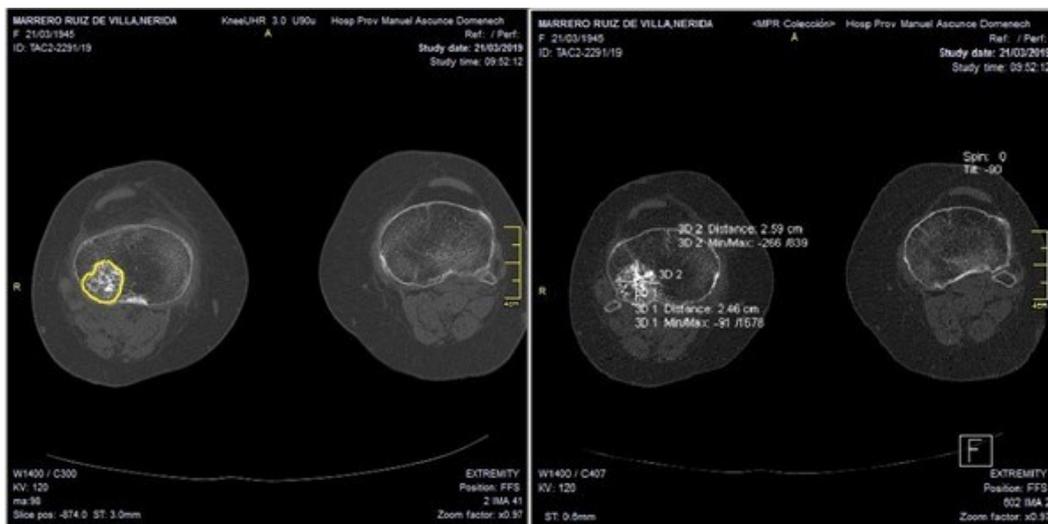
Corte axial de tomografía axial computarizada de rodilla derecha, donde se observa tumoración ósea de 2,59 por 2,46 centímetros (imagen propia de los autores).
